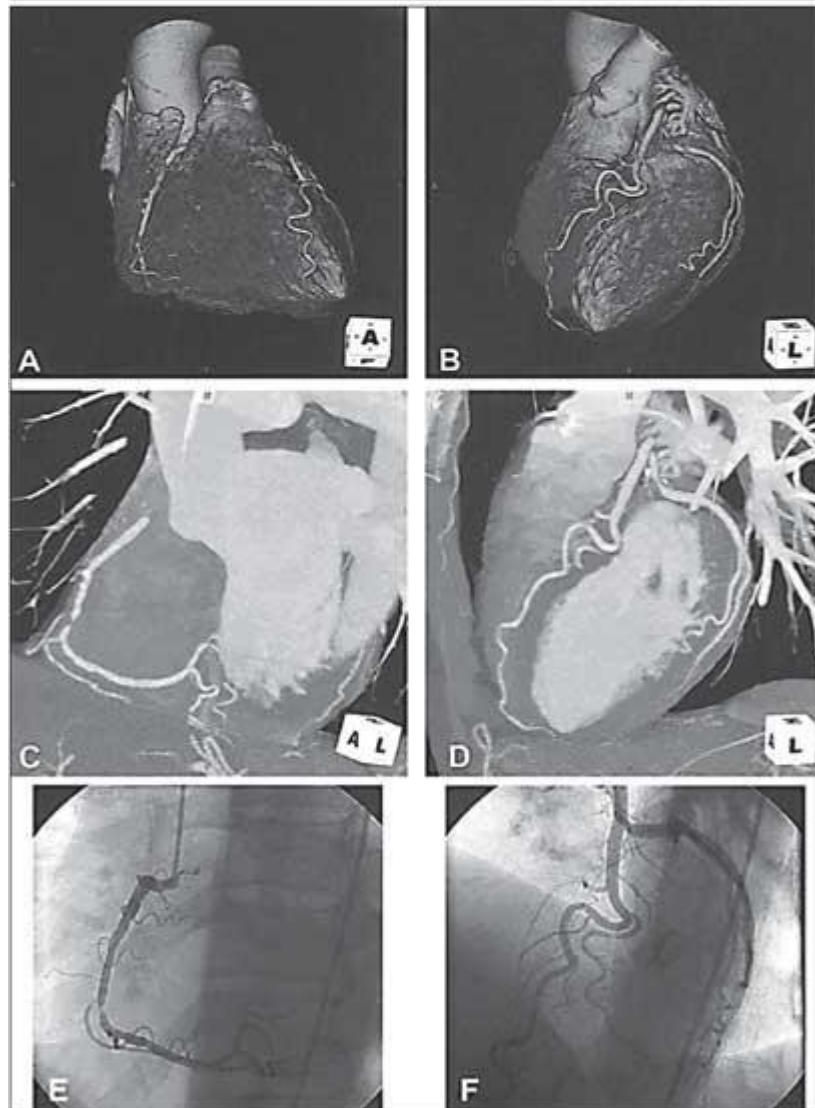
МСКТ (А, В, С, D) та КВГ (Е, F) коронарних артерій. Гемодинамічно значимий стеноз ПКА
